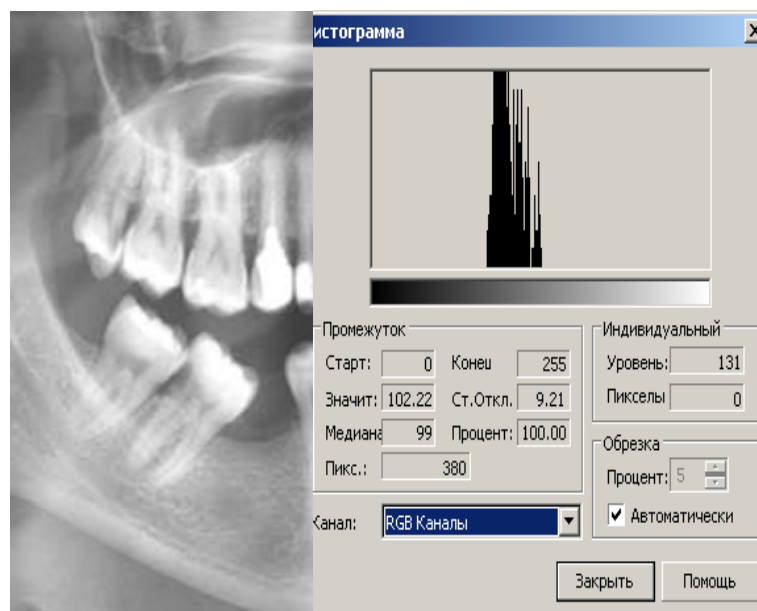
Приклад гістограмного аналізу цифрової ортопантомограми.
